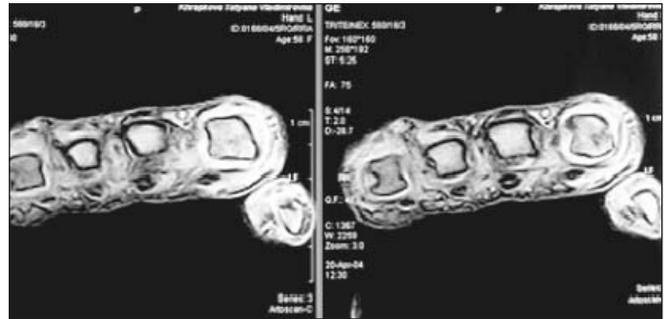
МРТ пястно-фаланговых суставов. Синовит II пястно-фалангового, V пястно-фалангового и проксимальных межфаланговых суставов. Эрозия II пястной головки. Отек костного мозга V пястной головки. Теносиновит сгибателей пальцев
